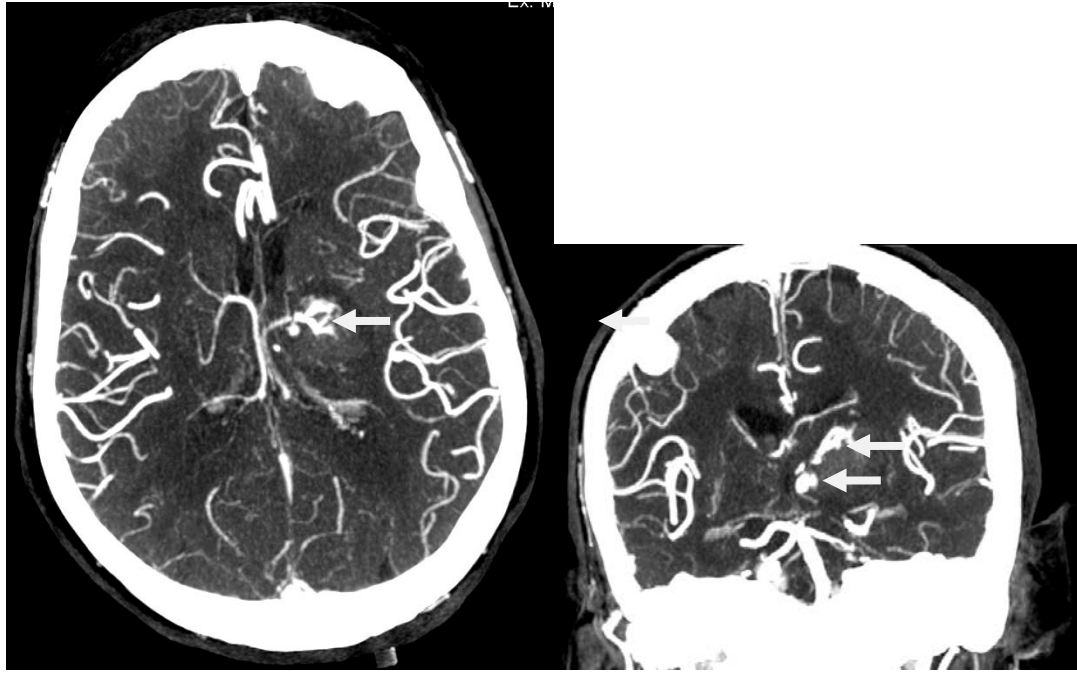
Angio TC del polígono de Willis. Gran foco de extravasación activa de contraste en el interior del mismo (flecha).
